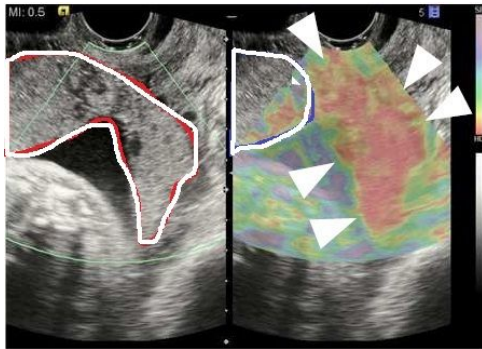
図 左は超音波Bモード、右はエラストグラム像。Bモードの白線で囲まれた部分の組織の区別は困難であるが、エラストグラムでは白三角部分が血腫で、白線で囲われている部分が胎盤と判別できる。
